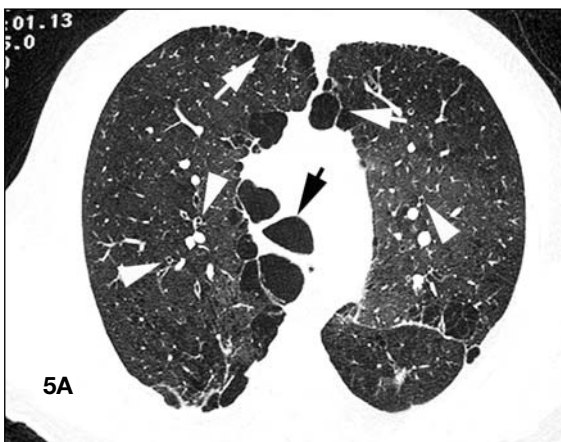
Enfisema, bronquitis crónica y traqueomalacia. Corte axial de TC a nivel del cayado aórtico. Se identifica una morfología traqueal elipsoide y un calibre conservado (flecha negra). Se identifica así mismo la presencia de enfisema paraseptal (flechas blancas) y signos de bronquitis crónica (cabeza de flechas). B) Corte TC espiratorio al mismo nivel. Colapso total de la luz traqueal (flecha negra). Sigue visualizándose el enfisema paraseptal (flechas blancas) y el engrosamiento de las paredes bronquiales (cabeza de flechas).
